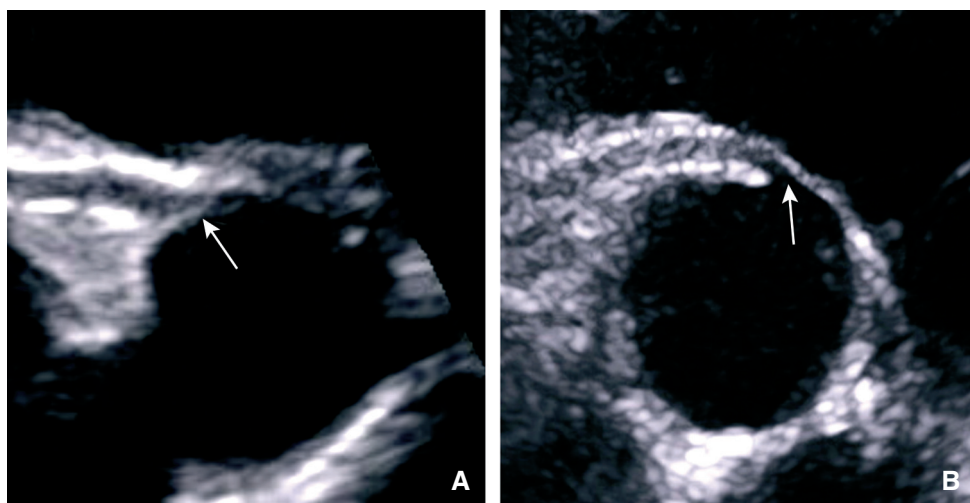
Images échocardiographiques transthoraciques (coupe parasternale petit axe).
